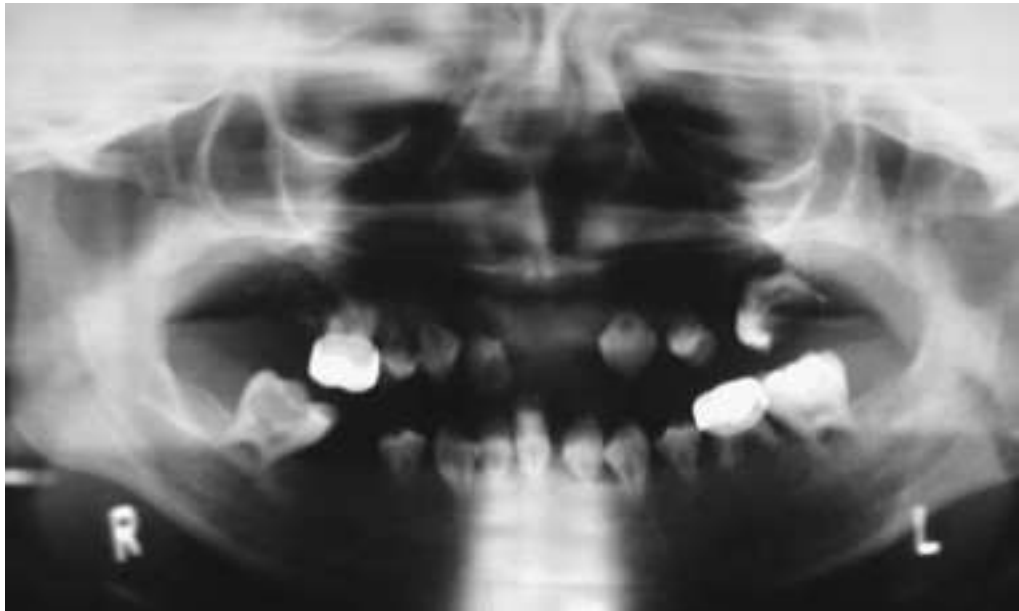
Radiographie panoramique d'un patient âgé de 12 ans traité à l'âge de 2 ans par chimiothérapie et radiothérapie pour un neuroblastome. Ce patient présente des agénésies multiples et des anomalies radiculaires sur toutes les dents (Zwetchkenbaum et coll., 2007).
